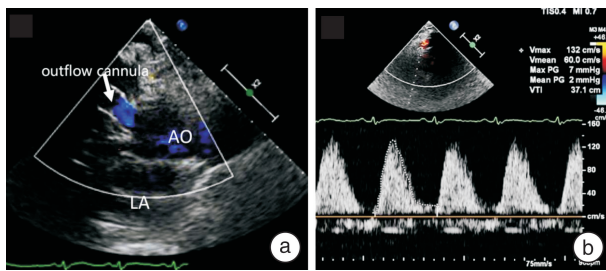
Ultrasound image of aortic valve opening
